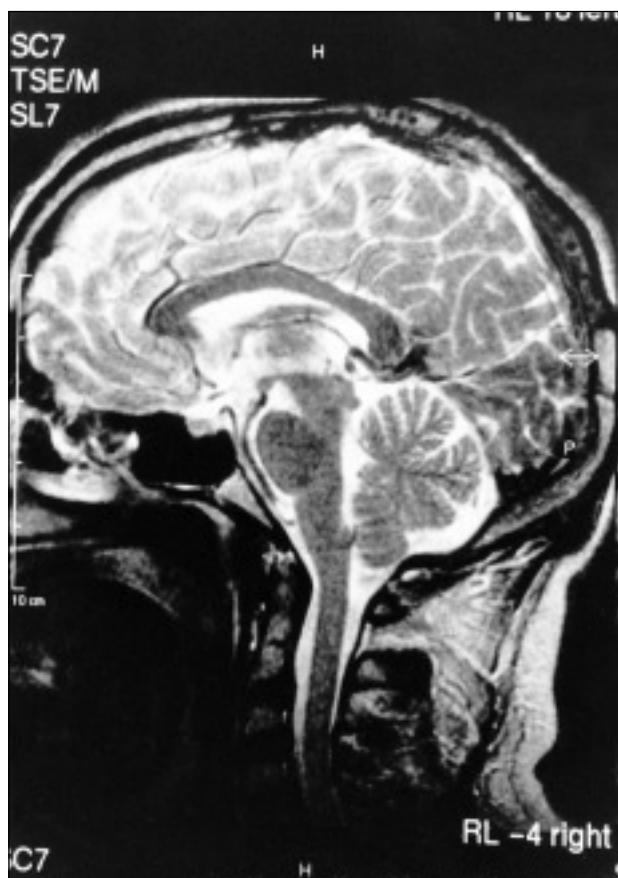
RMN craneal de control, realizada a las 2 semanas de la primera, sin hallazgos patológicos. H: high. P: posterior. Viene representado en el margen izquierdo una escala de medición, 10 cm.
